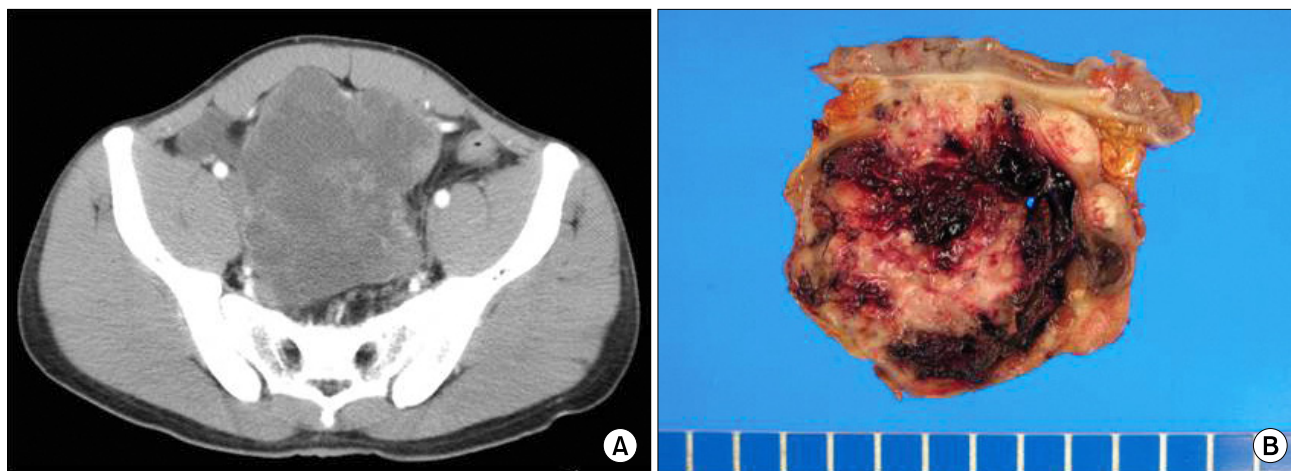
(A) Abdominal CT shows a large, low-density, lobulated mass in pelvic cavity. (B) The tumor mass shows solid, firm and grey cut surface with necrosis and hemorrhage.
